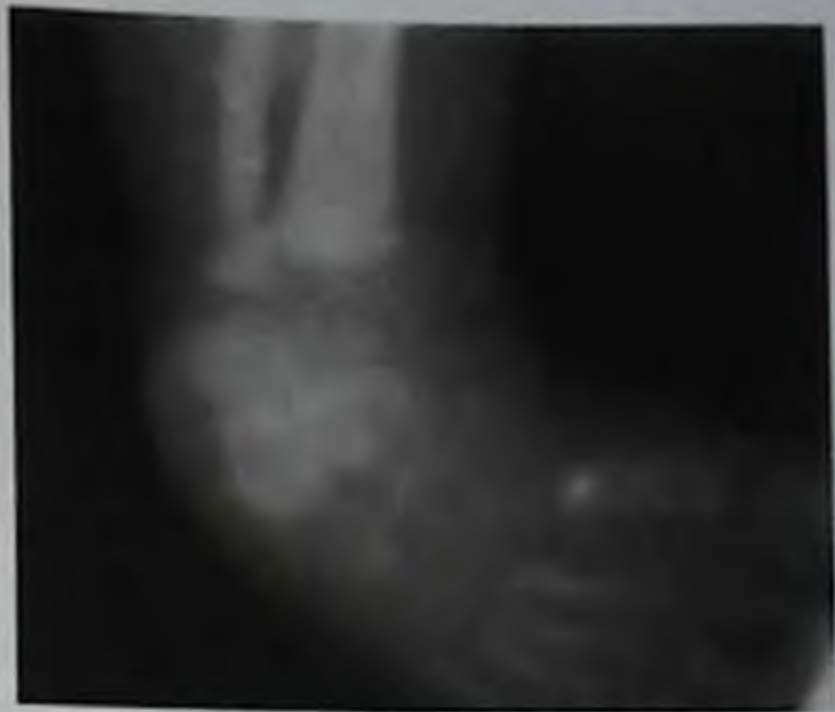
Врожденная правосторонняя косолапость у новорожденного (рентгенограмма)
